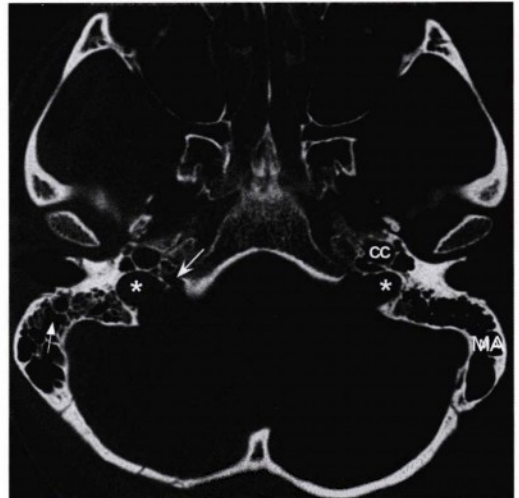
颅底的轴位CT骨窗图像，显示了正常的双侧颈静脉孔。颈静脉及迷走和副神经通过血管部（星号）。舌咽神经穿过前内侧的神经部（白凹箭头）。颈静脉孔前方可见正常的颈动脉管（CC）。偶然发现右侧枕骨骨折（黑箭头）。右侧乳突内的液体（白直箭头）继发于颞骨骨折。在左侧，正常的乳突气房（MA）充分气化。
